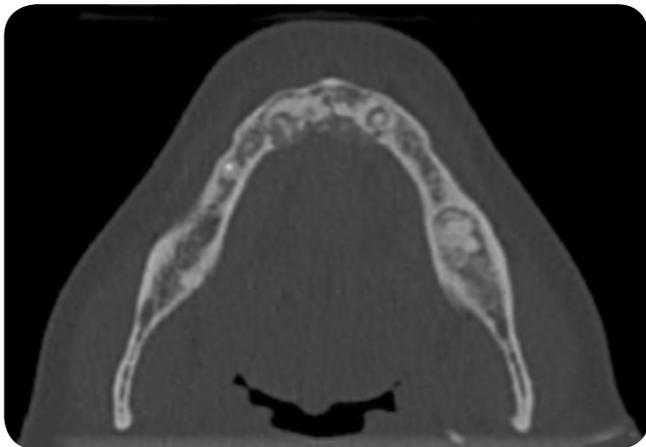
Caso 1. Reconstrução axial usando Tomografia Computadorizada (2011)
